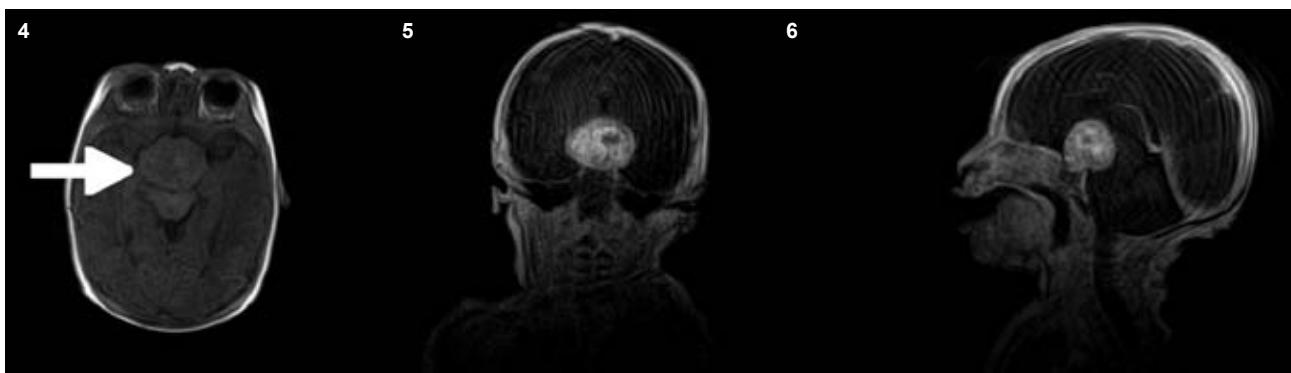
TAC de cráneo donde se demuestra la existencia de un tumor hipofisiario en la línea media.
